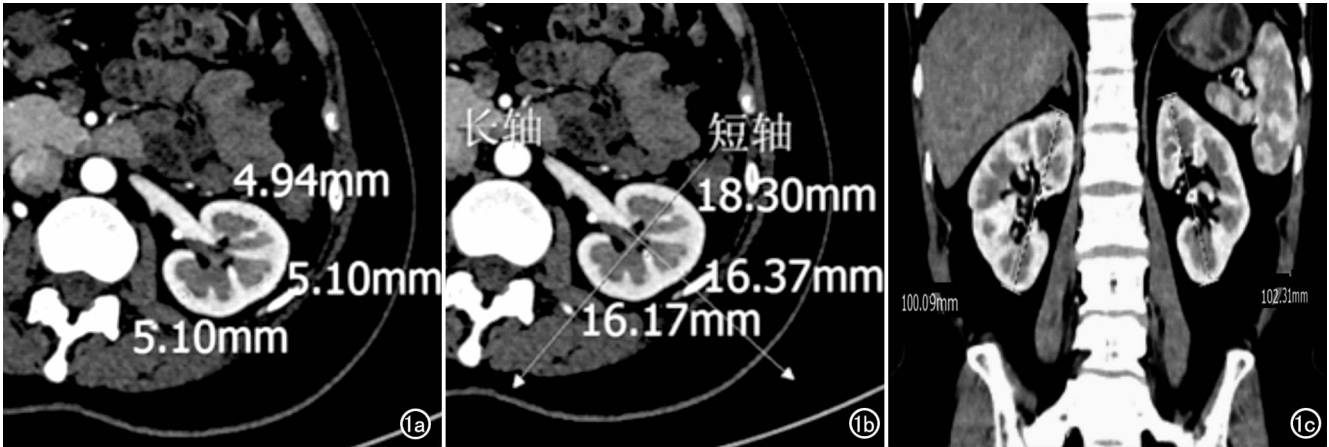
在 CT 增强图像上测量各项肾脏指标。a) 肾皮质厚度测量方法;b) 肾实质厚度测量方法;c) 肾脏高度的测量方法。
